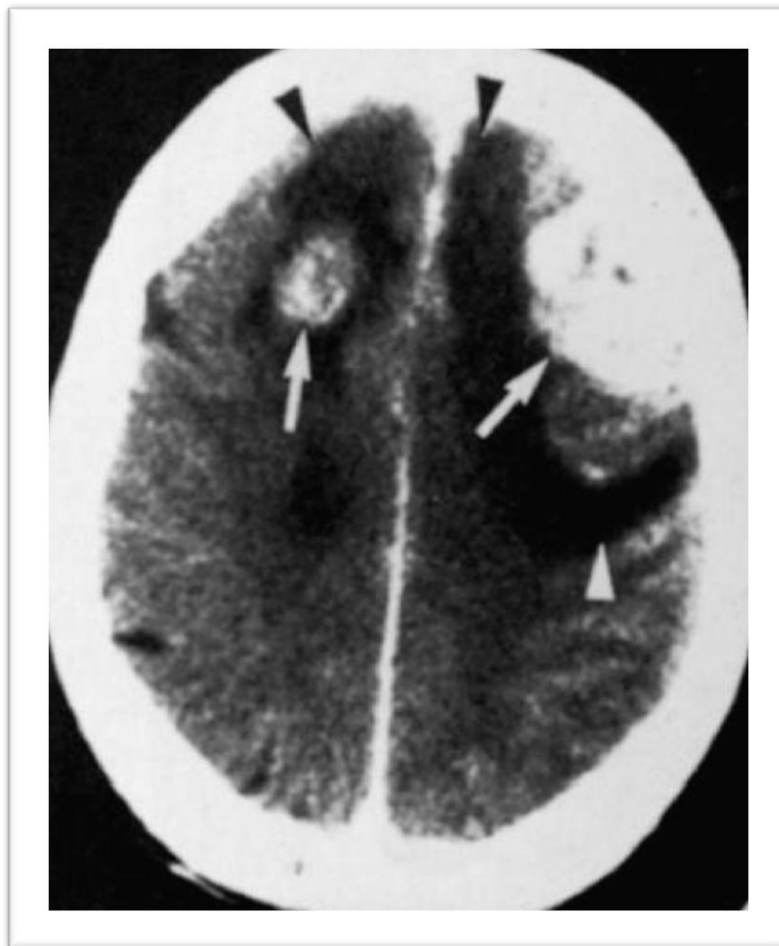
Glioblastome multifocal. TDM après injection : masses hétérogènes des lobes frontaux (flèches) entourées d'œdème (têtes de flèches).
